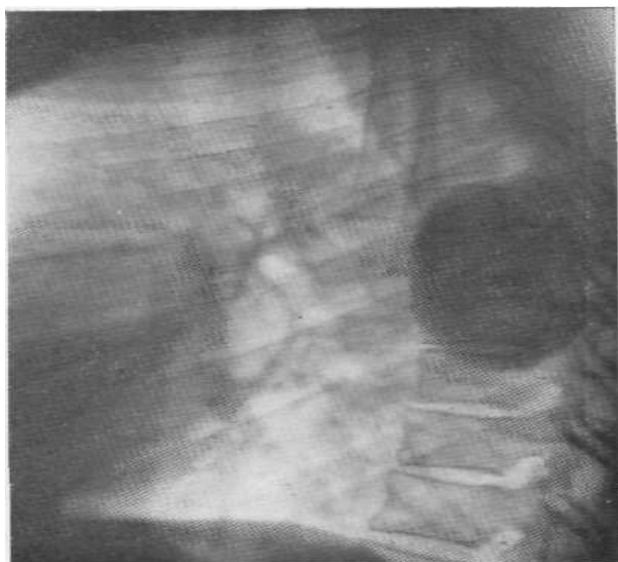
Бокова рентгенограма. Неврогенна пухлина паравертебрального простору. Пухлина проєцюється на фоні хребта і прилягає до задніх відрізків ребер.
